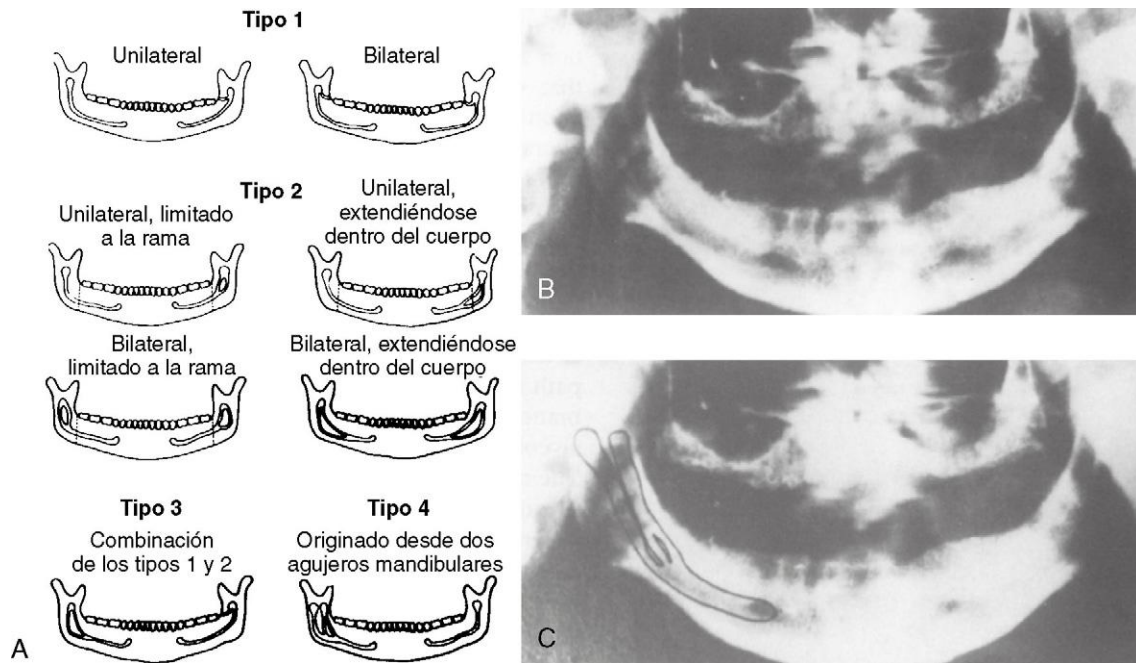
A, Variaciones en los conductos mandibulares bifidos. B y C, Radiografías del conducto mandibular bifido tipo 4 (B, a la derecha del paciente; C, remarcado). (Datos de Langlais RP, Broadus R, Glass BJ: Bifid mandibular canals in panoramic radiographs, *J Am Dent Assoc* 110:923-926, 1985.)
